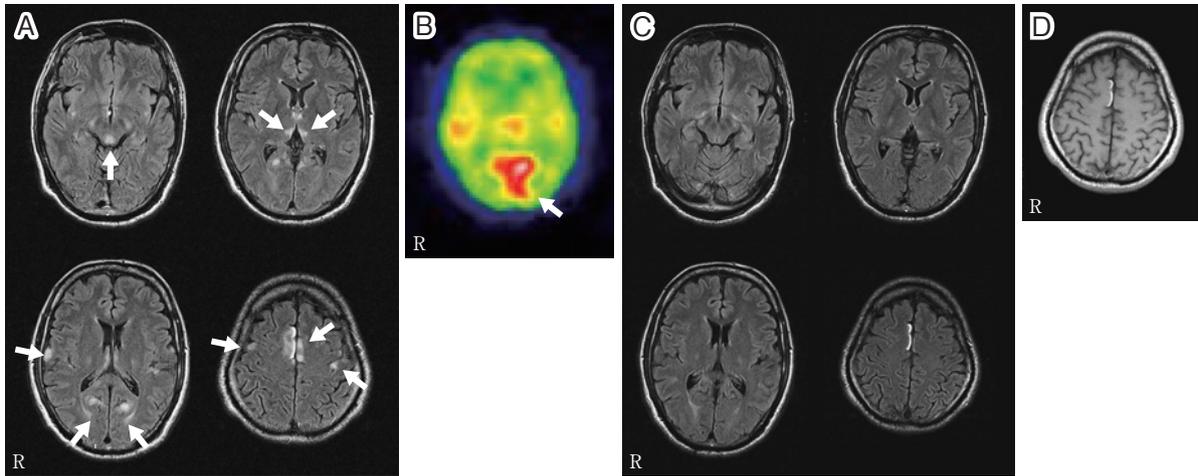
Brain MRI (1.5T) and ^{123}I -IMP-SPECT performed in August and September.
